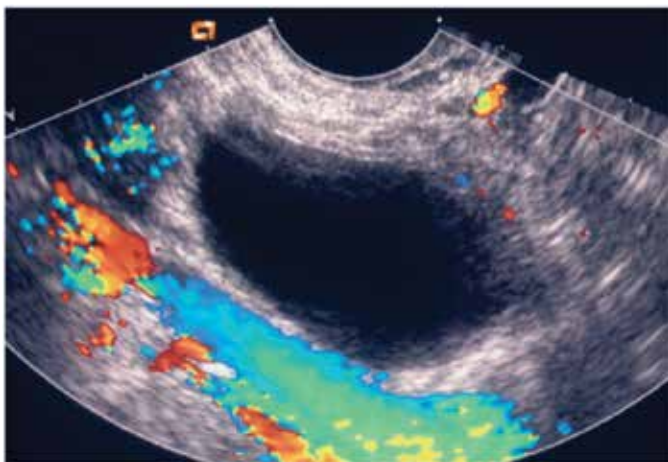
Imagem ao Doppler colorido de um cisto unilocular que comprovou ser um cistoadenoma mucinoso maligno borderline do tipo endocervical, estágio Ia. Ao exame macroscópico nenhuma estrutura papilar foi evidenciada, mas ao exame microscópico demonstrou pseudoestratificação e atipia (Fonte: Timmerman et al, 2008)
